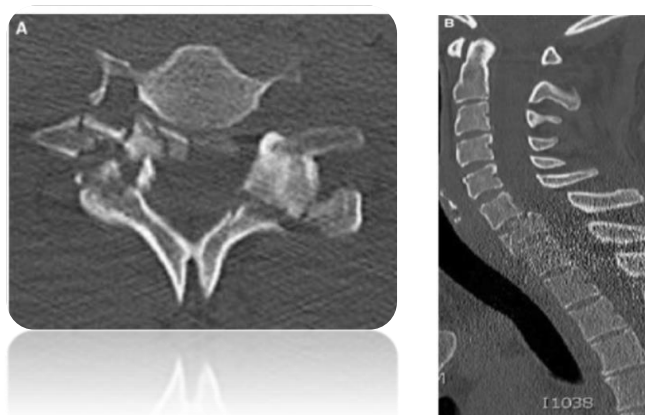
Imagem de TC onde se visualiza fratura com luxação da coluna cervical ao nível de (C7). Corte axial (esquerda) e reformatação sagital (direita).
